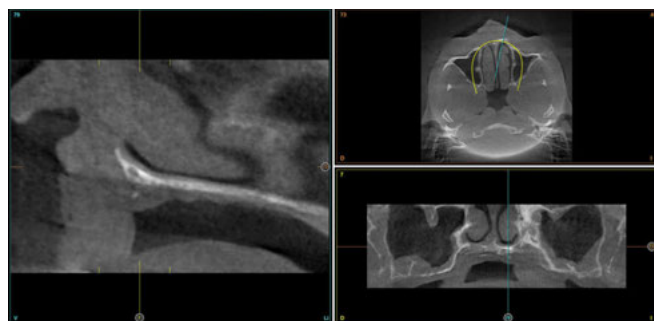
Radiografía inicial del segundo caso, donde observamos una atrofia en altura del maxilar superior, mucho más extrema que la del primer caso.
